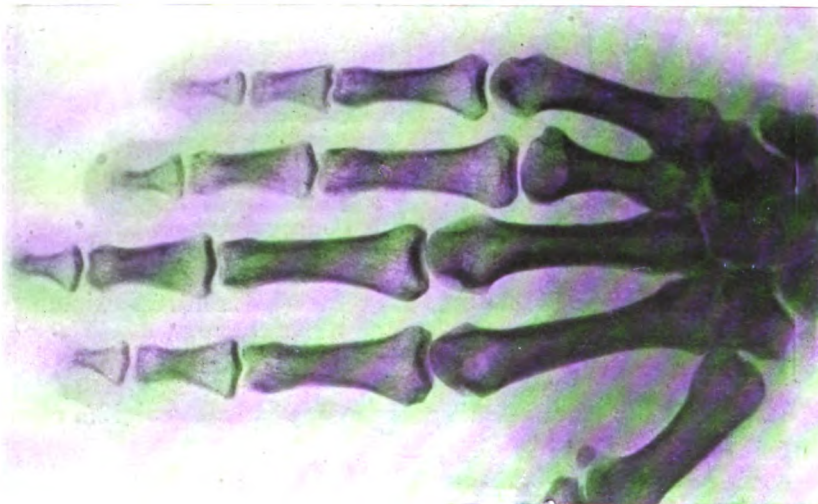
Radiographie de face des deux mains.
